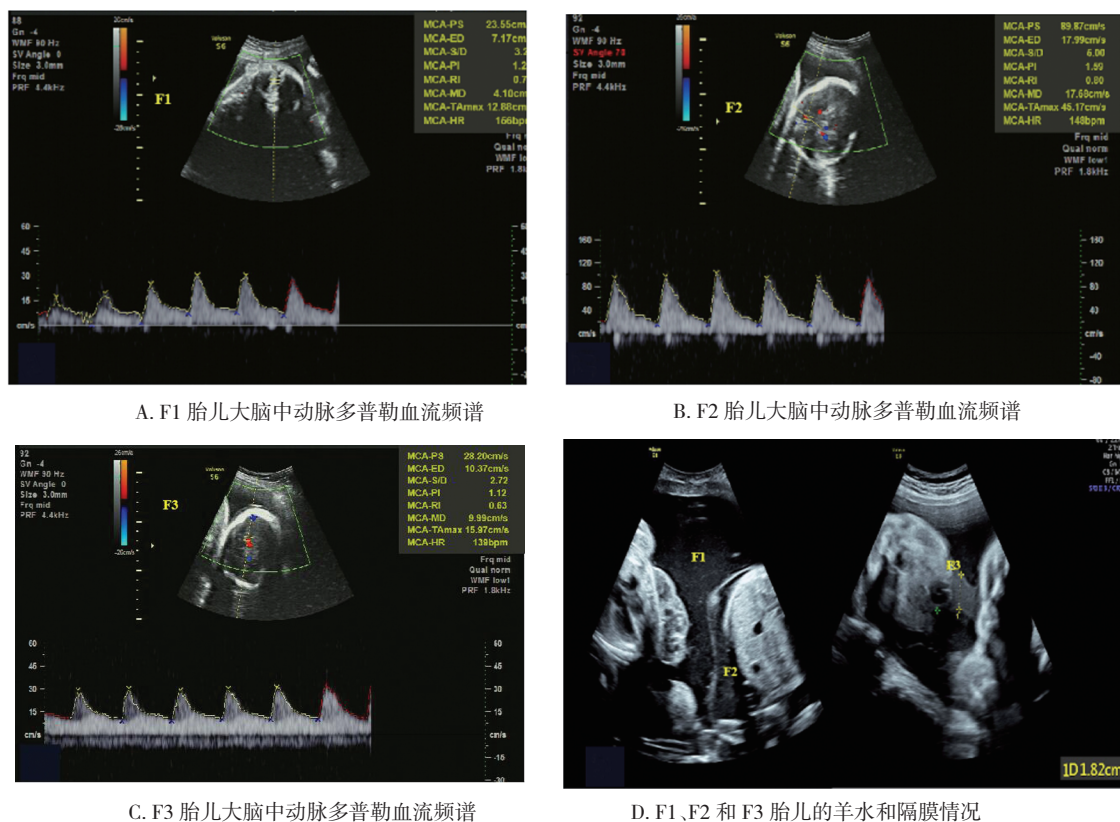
孕妇于 28⁺³ 孕周经超声确诊为 FFTS III 期
